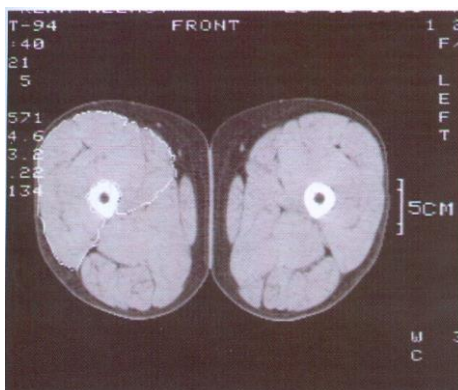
Computertomographie im mittleren Quadriceps einer gesunden Versuchsperson.
